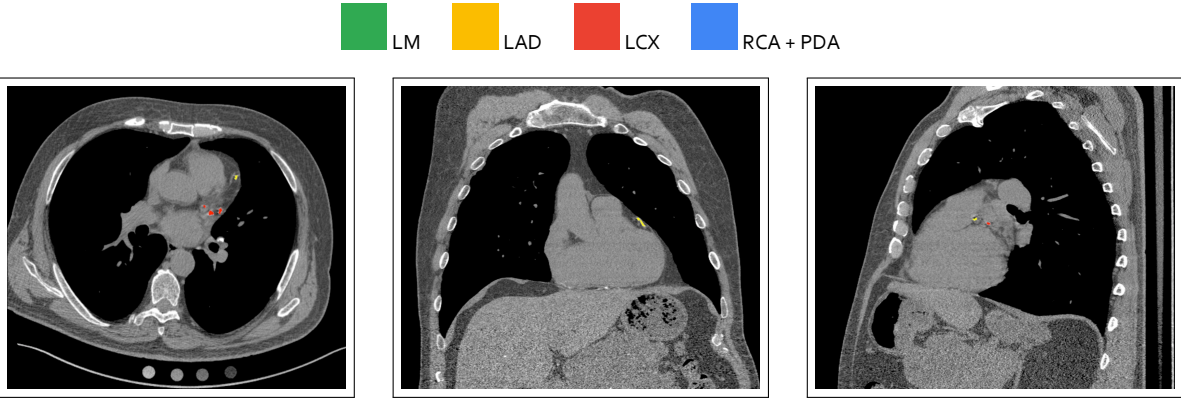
Exemples d’images de la série de superpositions RGB dans les orientations axiale, coronale et sagittale (de gauche à droite). L’image TDM d’origine en niveaux de gris est superposée aux calcifications coronaires détectées par le logiciel avec un code couleur en fonction de l’artère coronaire.
